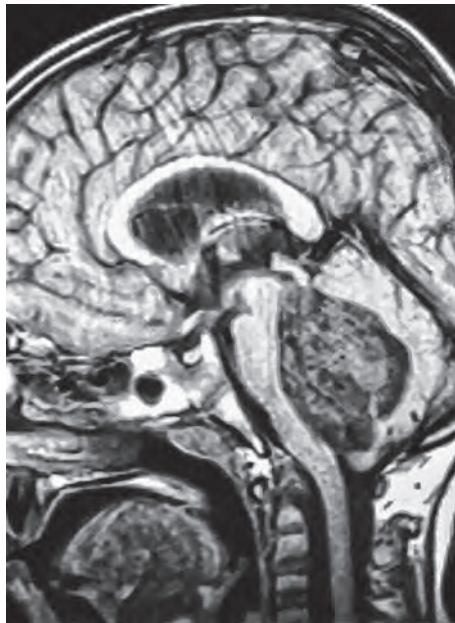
Магнитно-резонансная томограмма, T1-взвешенное изображение: большая опухоль IV желудочка вызывает смещение миндалин мозжечка в большое затылочное отверстие, при этом нет гидроцефалии
